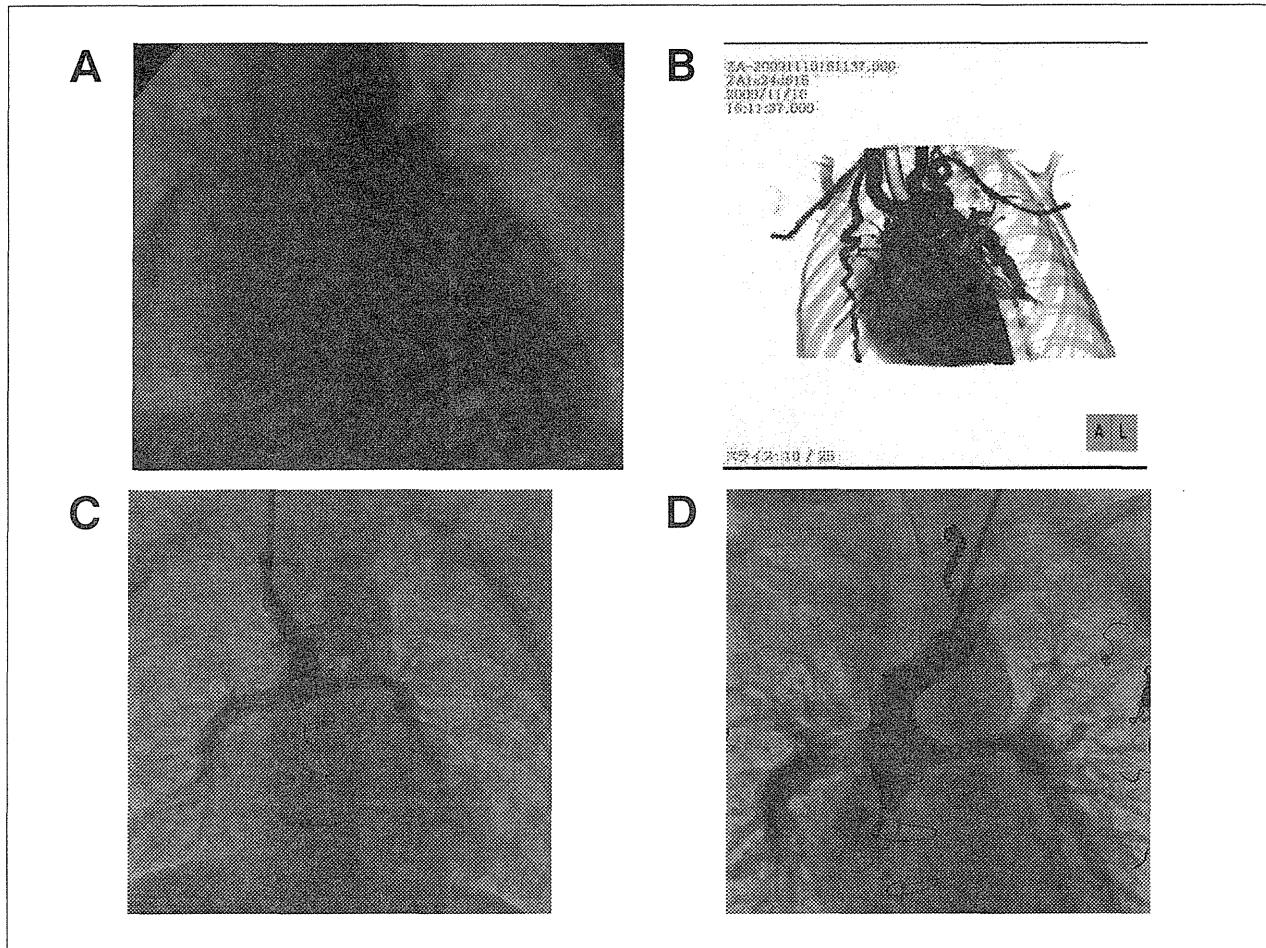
A, B: Postoperative 3D-CT and cineangiography after RV-PA Norwood procedure showing stenosis of proximal RV-PA shunt and reconstructed aortic arch, and dilatation of bilateral ITAs.
